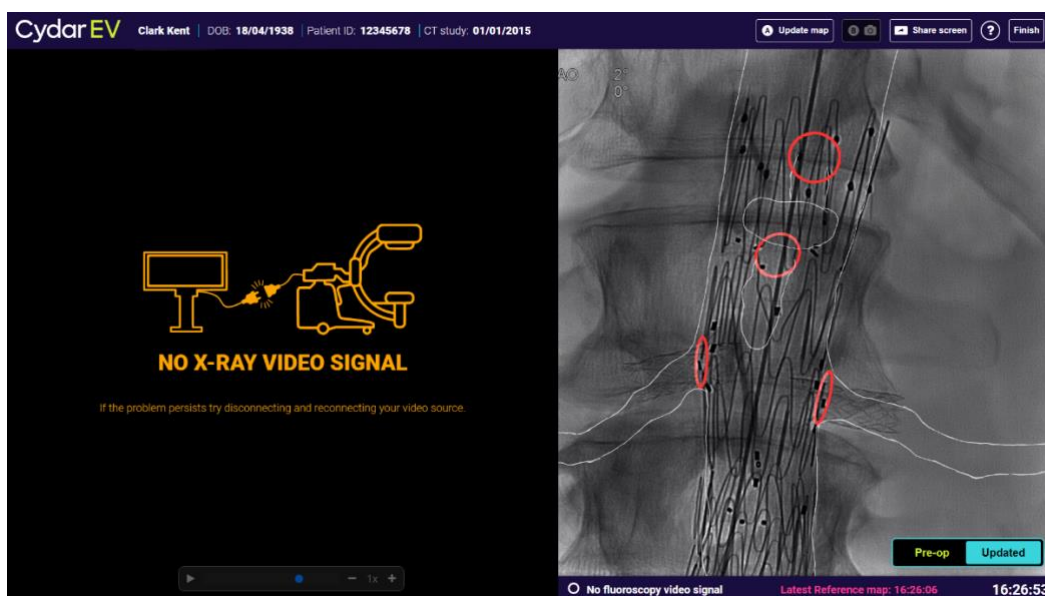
Le message de gauche indique que l'appareil Cydar ne reçoit pas de signal vidéo du poste de radiographie. Vérifiez que l'appareil à rayons X est sous tension, que le câble DVI est connecté et que tous les convertisseurs de signaux sont sous tension. Si le problème persiste, contactez le support en ligne de Cydar.
